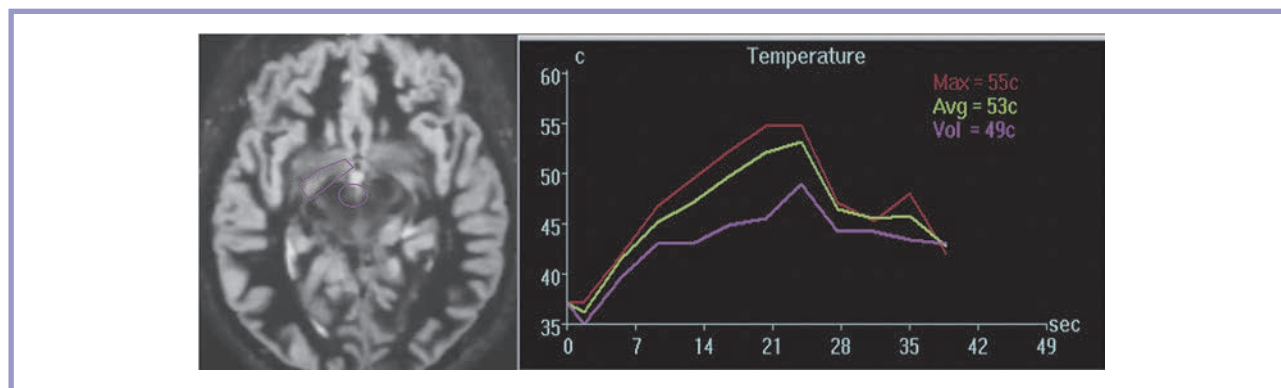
Визуальный контроль оперативного лечения фокусированным ультразвуком под контролем МРТ.
